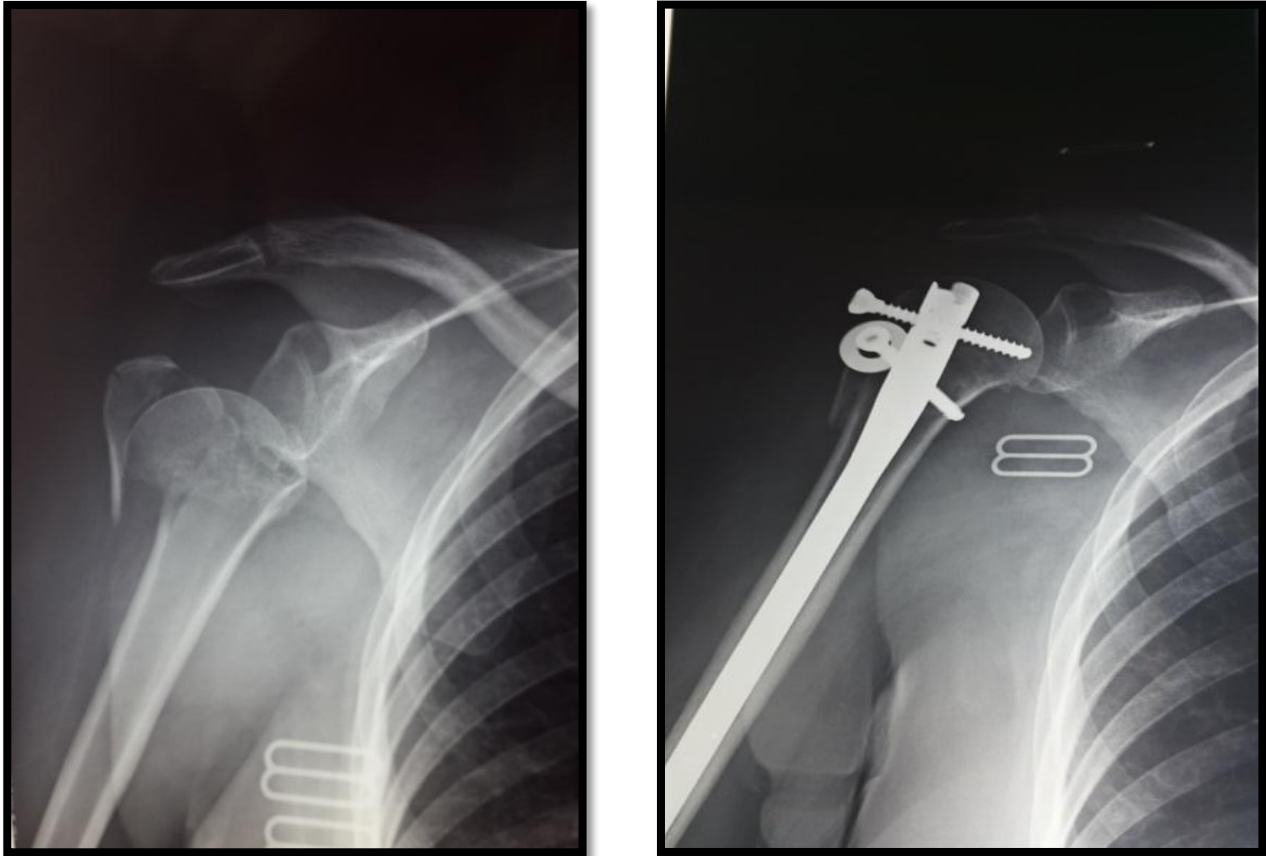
Radiographie de l'épaule de face montrant une fracture de type N4 selon la classification de NEER (à gauche) et la radiographie de face de contrôle après 3 mois (à droite) après traitement par enclouage centro-médullaire chez une patiente de 58 ans.
